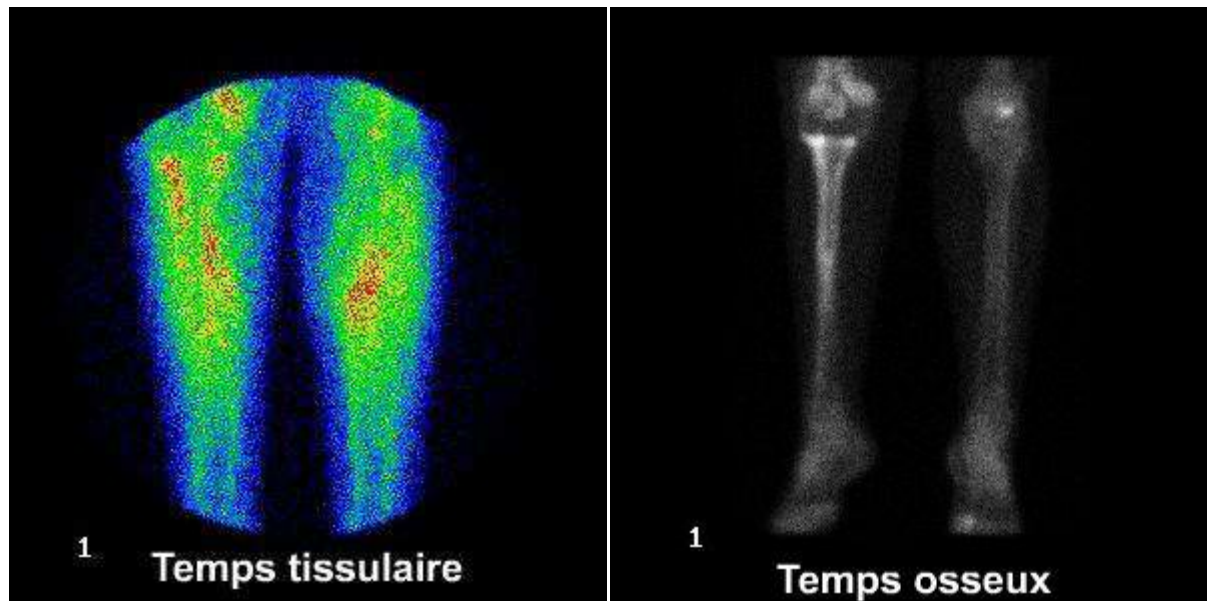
prothèse du genou droit infectée : - Au temps tissulaire, une hyperfixation modérée en regard du genou droit et plus intense au contact de la composante tibiale de la prothèse; - Au temps osseux, une hyperfixation au contact des deux composantes de la prothèse de genou droit. Cependant la réaction ostéoblastique est plus intense au niveau du tibia. Aspect scintigraphique en faveur d'une infection sur prothèse.
